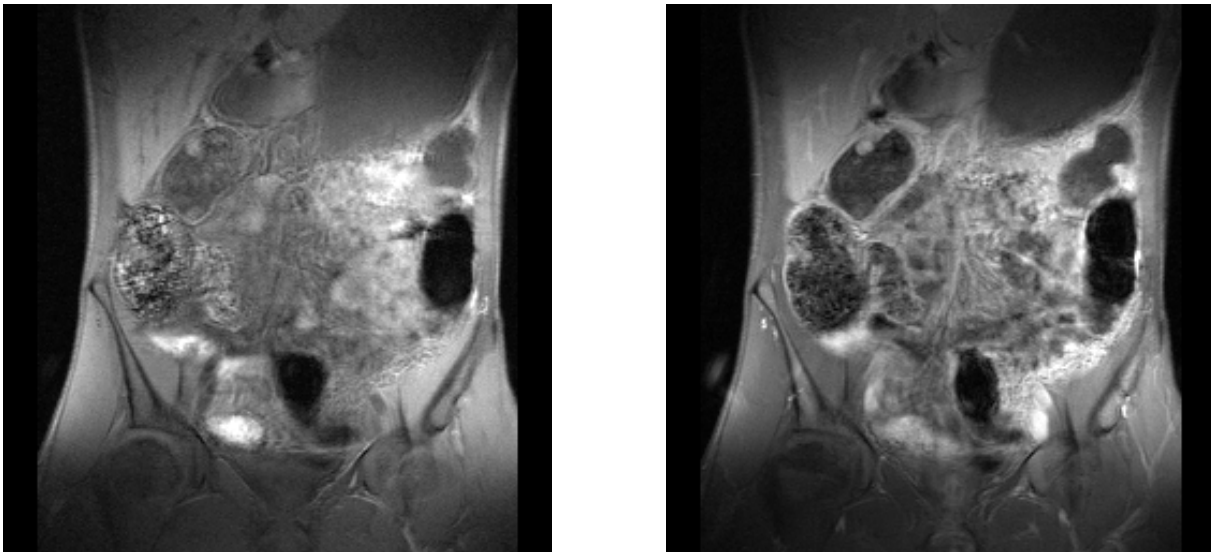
MRT-Bilder der als Dynamik gemessenen Gradientenecho-Sequenz (T1_FLASH_VISION, Siemens Symphony) in koronarer Schichtung. Es sind die korrespondierenden Bilder eines Patienten ohne Entzündung vor (links) und nach (rechts) intravenöser Verabreichung von Omniscan® abgebildet.
